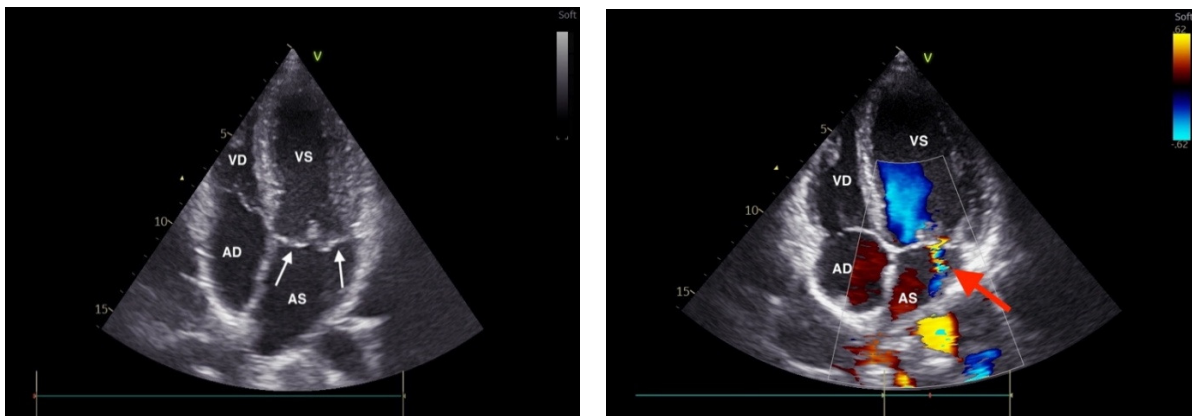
ETT, la un pacient cu prolaps al ambelor cuspe mitrale (săgeți albe pe imaginea din stânga). În dreapta prin suprapunerea Doppler-ului color pe imaginea bidimensională, se observă jetul de regurgitare mitrală (săgeata roșie). AS – atriul stâng, VS - ventricul stâng, AD – atriul drept, VD – ventricul drept.
